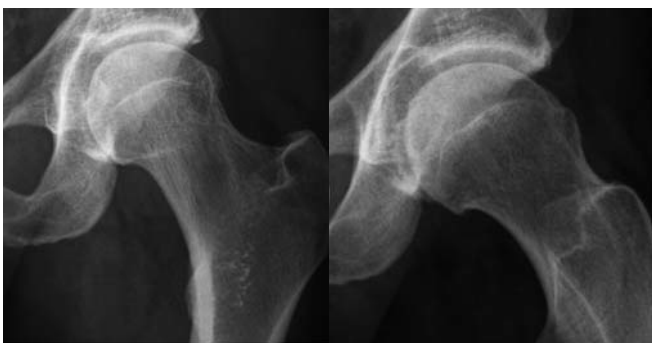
Konventionelle Röntgenaufnahme eines linken Hüftgelenkes in 2 Ebenen bei Cam-Deformität
